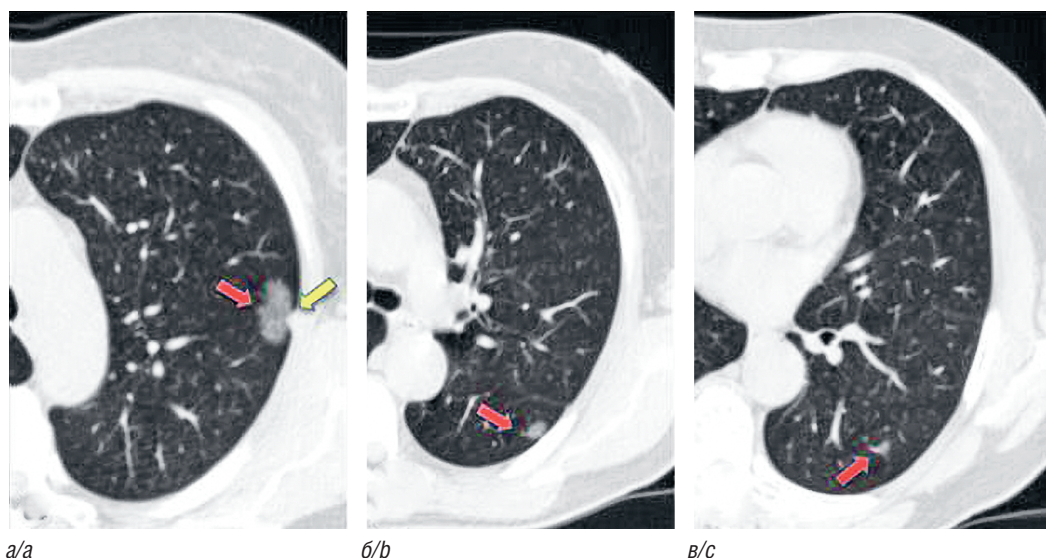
Компьютерная томограмма грудной клетки в нативную фазу сканирования, аксиальные срезы: *a* — образование по типу «матового стекла» в $S_{1/2}$ левого легкого (красная стрелка), вызывающее тракцию реберной плевры (желтая стрелка); *b*, *c* — мелкие образования по типу «матового стекла» в S_6 левого легкого (фото из архива авторов)
